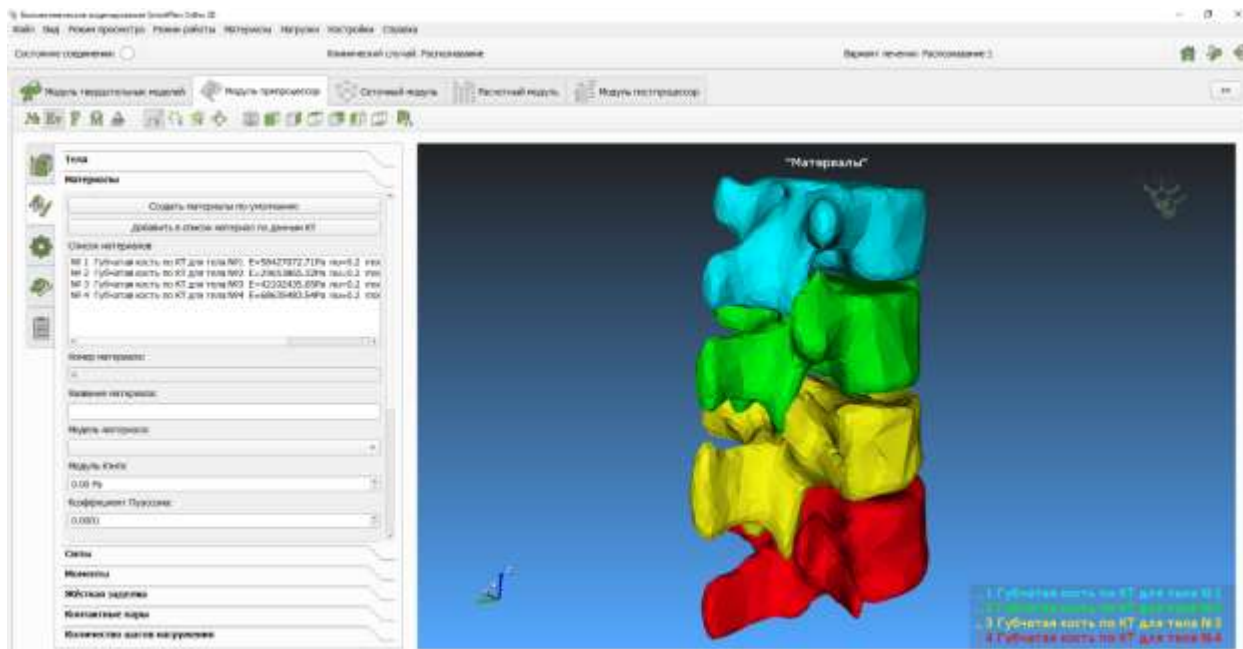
Окно «Модуля препроцессор»: по центру модели позвонков, слева списком показаны рассчитанные по КТ их модули Юнга
